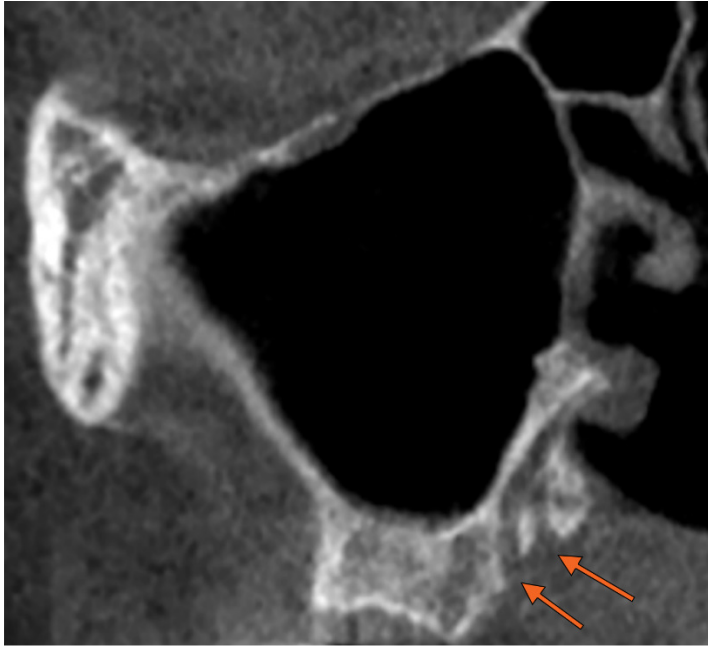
Secțiune oblică CBCT. Gaură palatină mare dublă (săgeți).
